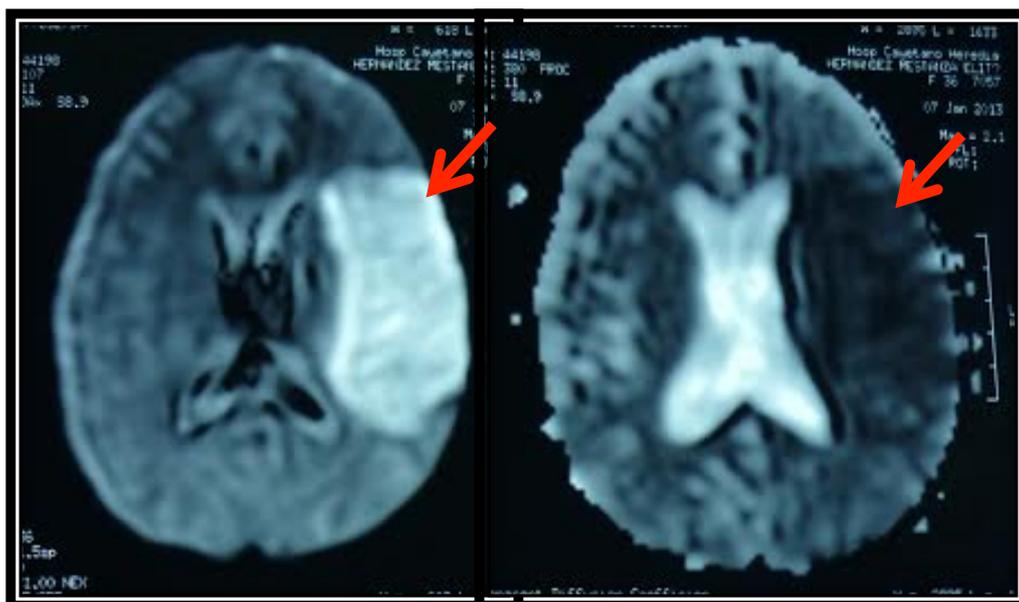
La técnica de difusión por resonancia magnética cerebral confirma la isquemia correspondiente al territorio de la arteria cerebral media izquierda (flecha roja).
